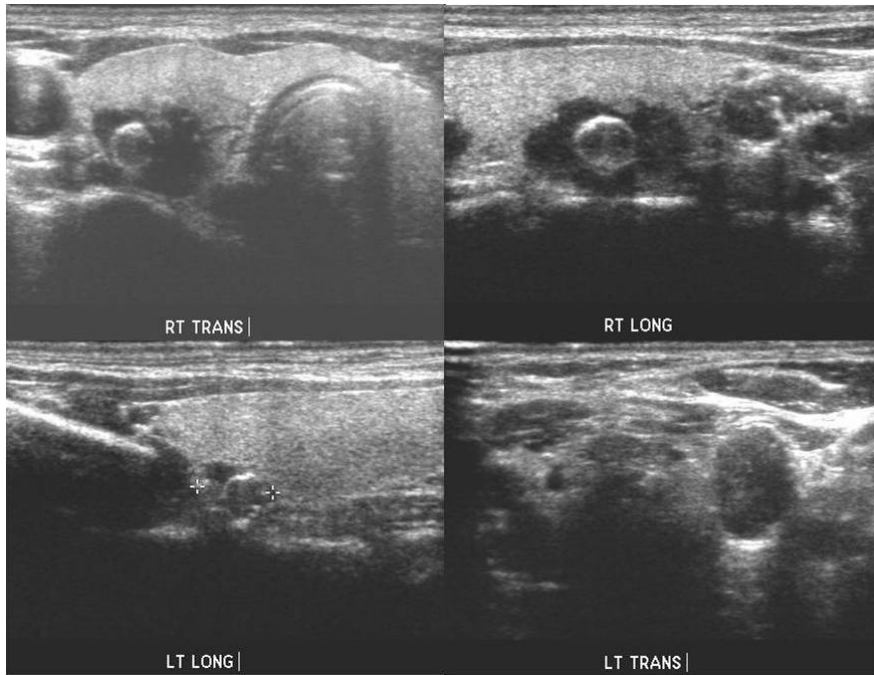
Neck ultrasonography: dense calcified or non-calcified rim lesions, suspicious of parathyroid gland.
